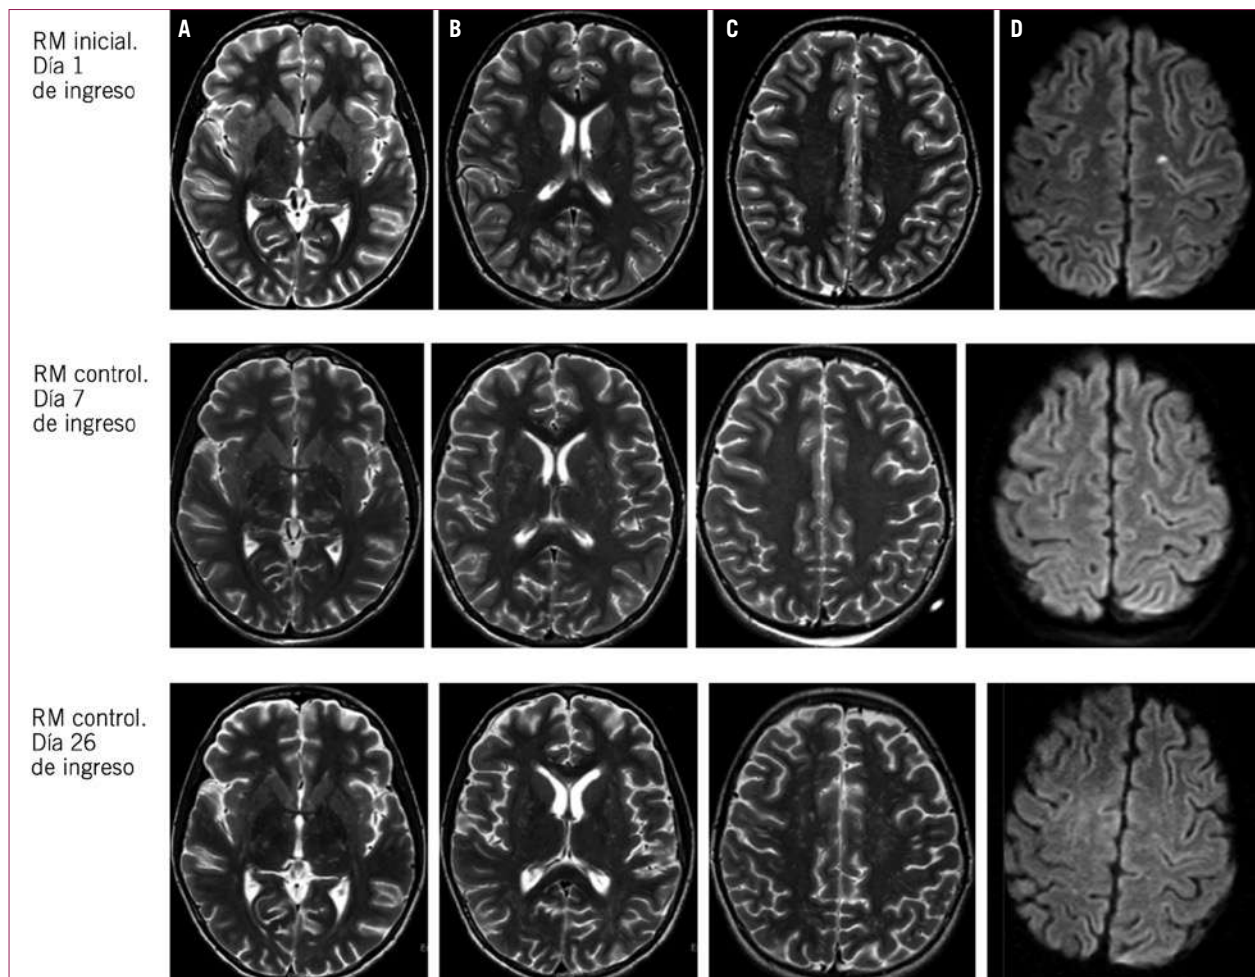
Evolución de la RM. A) Evolución de las señales milimétricas hiperintensas en tálamos. B) Captación cambiante en rodilla y esplenio del cuerpo caloso. C) Centro semioval, con desaparición de las lesiones y nueva aparición. D) Ausencia de lesiones en la difusión, no compatible con vasculitis.
